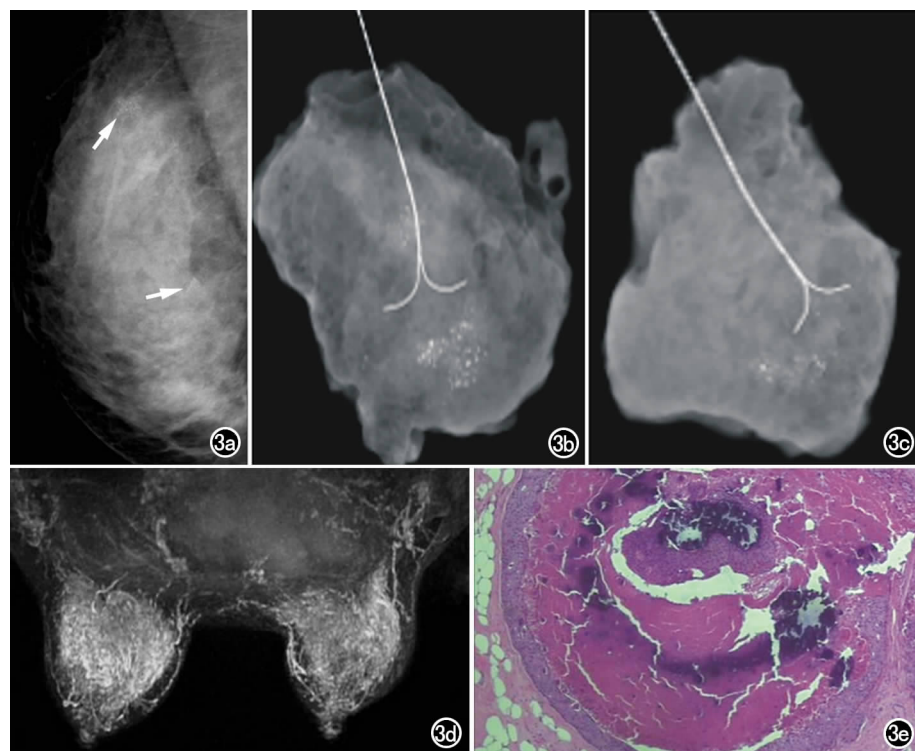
右乳腺导管内癌。a) 乳腺内外斜位 X 线摄片示右乳多处成簇分布粗糙不均质钙化灶(箭); b) 导丝引导下切除标本摄片示成簇分布粗糙不均质钙化灶; c) 导丝引导下切检标本摄片示成簇分布粗糙不均质钙化灶; d) MRI 增强后 3D-MIP 图像示双乳纤维腺体组织弥漫性对称性强化,无确切恶性特征强化灶; e) 镜下示导管上皮增生伴细胞异型,核分裂像,未突破基膜($\times 100$, HE)。
